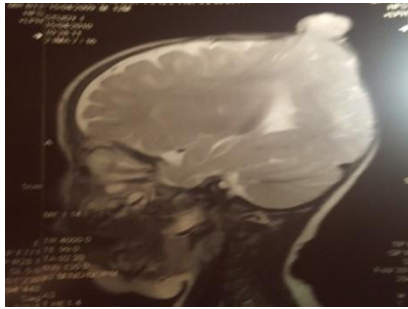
The brain MRI showing the skull defect in the fronto-parietal region, the protrusion of neural tissues
